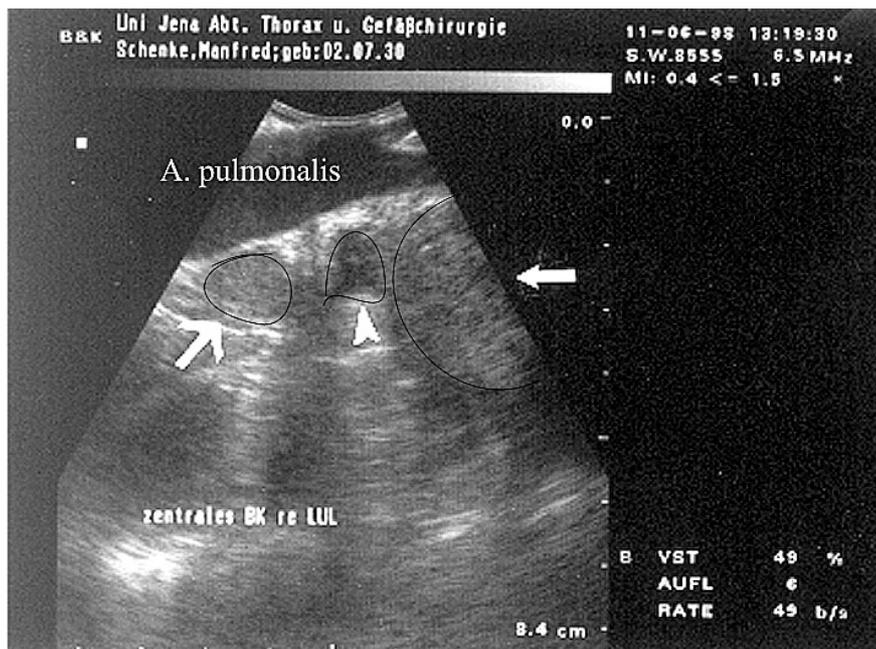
Thorakoskopische Sonographie des kranialen Lungenhilus rechts; Darstellung der Arteria pulmonalis dextra bis zur Segmentaufteilung ohne Tumorinfiltration (→ Lymphknoten der Trachealbifurkation, → Tumor, ► Stammbronchus)
